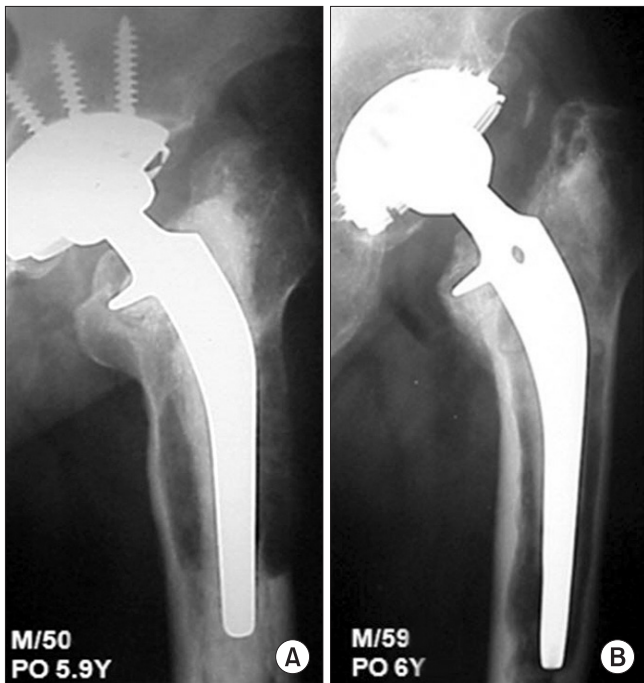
(A, B) Two radiographs show definitive loosening with cement-stem failure.
